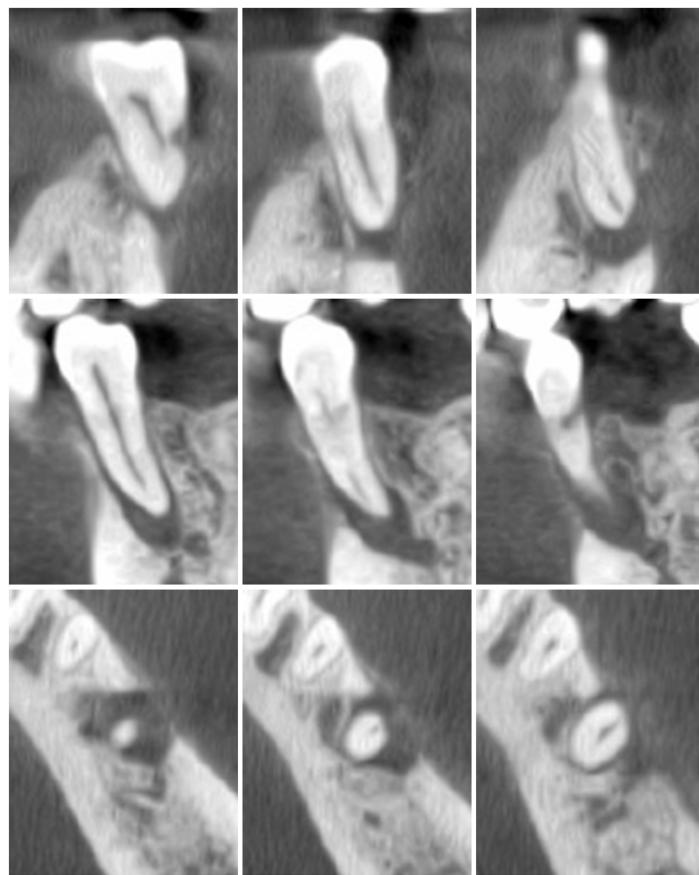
Initial cone beam CT at tooth 35
